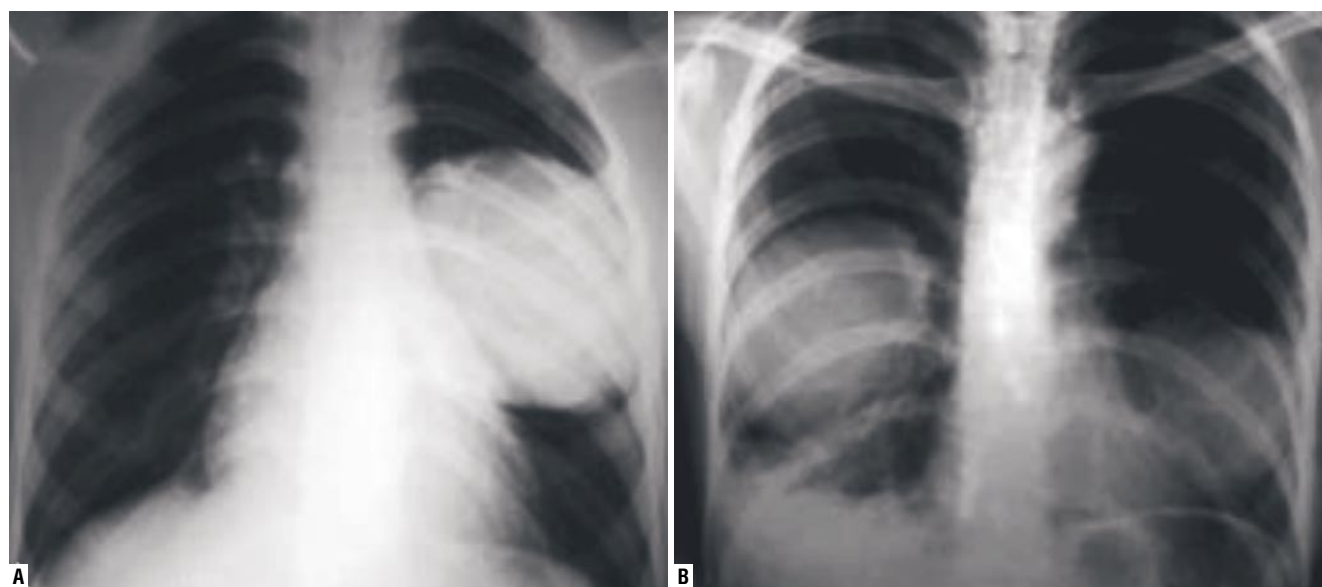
Panoramic radiographs of the chest in direct projection, pulmonary echinococcosis. A — the cyst of the left lung with the diameter of 15 cm; B — the cyst of the right lung with the diameter of 12 cm, the left lung with the diameter of 8 cm.
